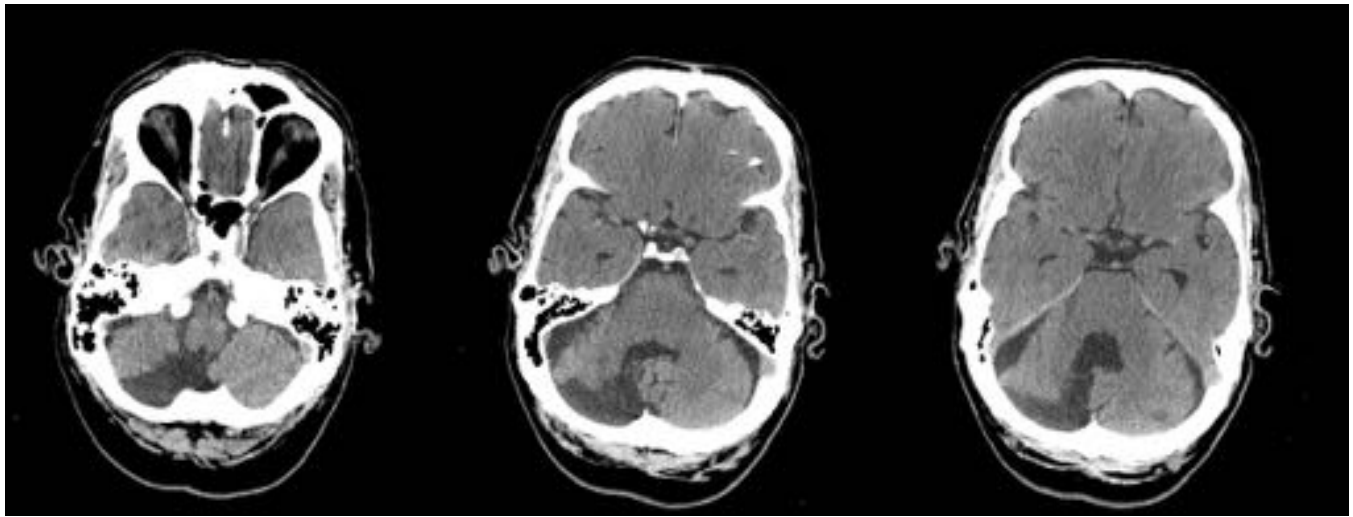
Cortes axiales de TC sin contraste donde se aprecia una lesión hipodensa extraxial, en fosa posterior, que no comunica con el sistema ventricular, sugestivo de quiste aracnoideo.
